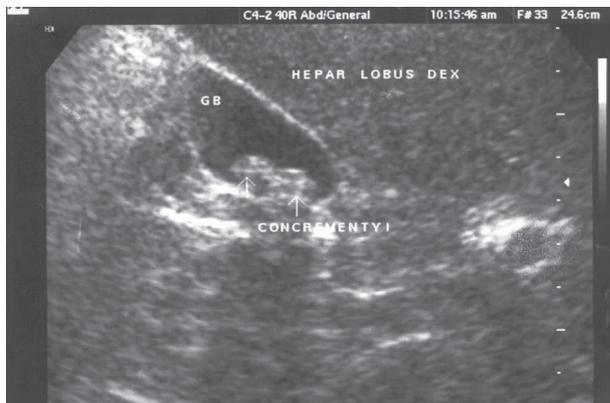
УЗИ ЖП больной С. 11.07.2005 г.
